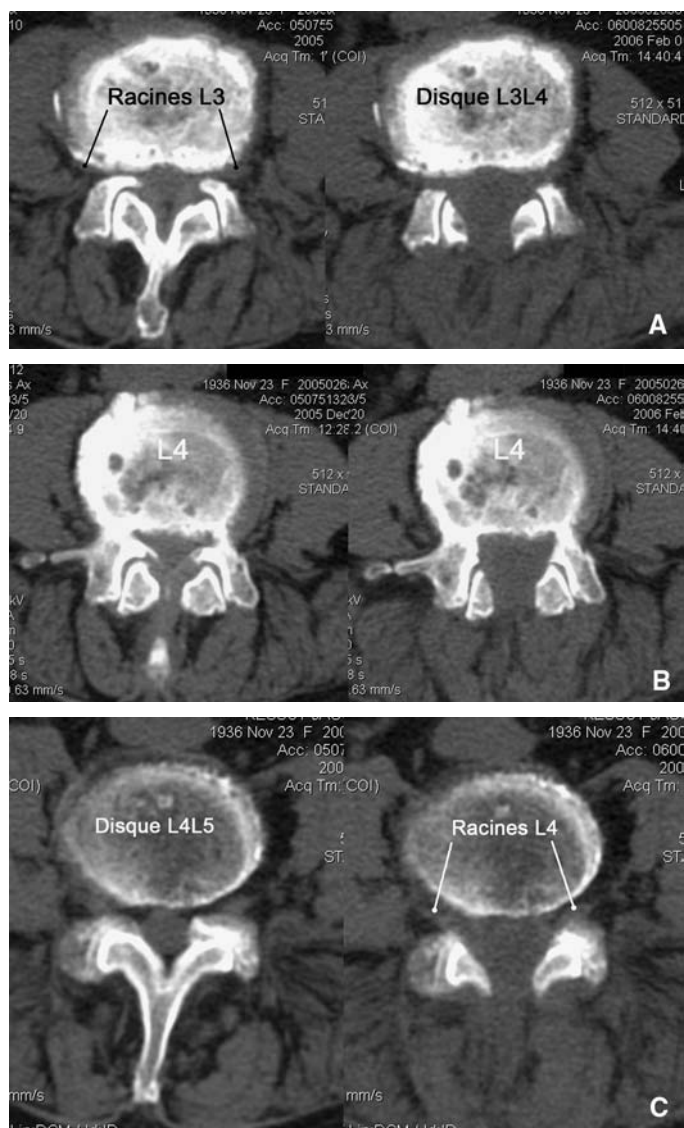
Exemple d'une libération radiculaire (aspect tomographique).
